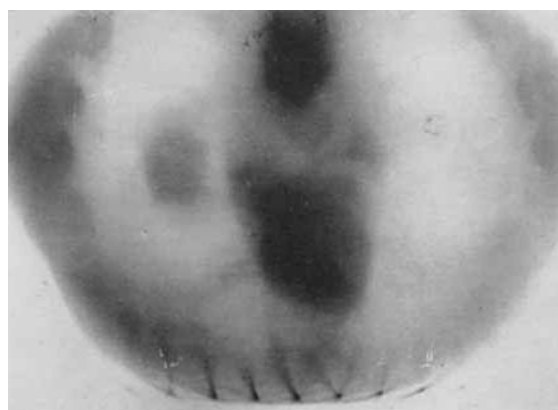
c - Il tomogramma assiale trasverso riproduce la sezione trasversa delle astucciole e viene quindi ridotto alle dimensioni normali con una apparecchiatura normalmente usata dai fotografi. Da Besio G.L. La tomografia nella preparazione dei piani di cura dei tumori. In rif. 13 c, pag. 311-328
